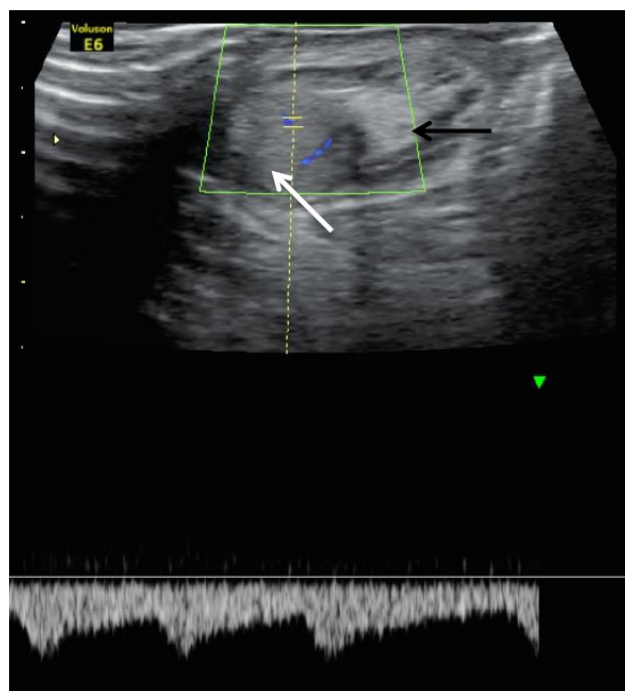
Imagem de Doppler espectral escrotal, com sonda linear de 11MHz, onde se identifica normal vascularização de baixa resistência testicular à esquerda (seta branca) e estrutura compatível com cordão espermático proeminente (seta preta).
